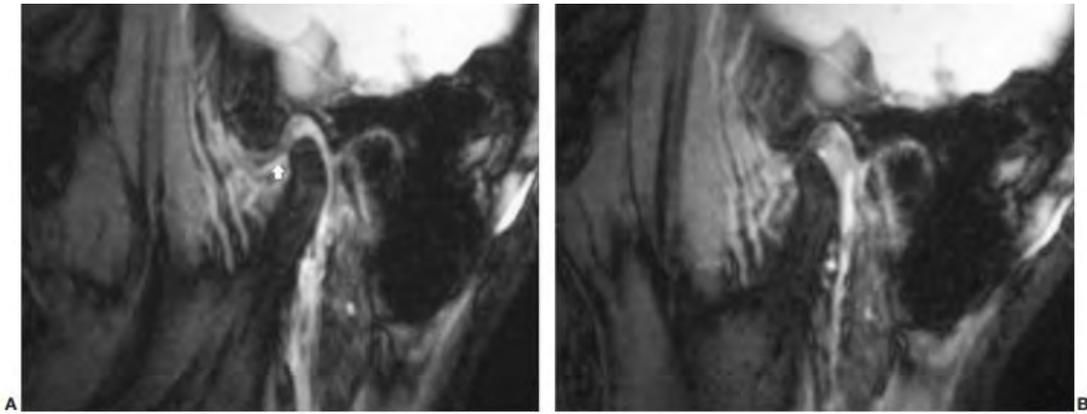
(A) Resonancia Magnética sagital con boca cerrada, detalle del disco articular situado en la cavidad glenoidea y el cóndilo mandibular.
